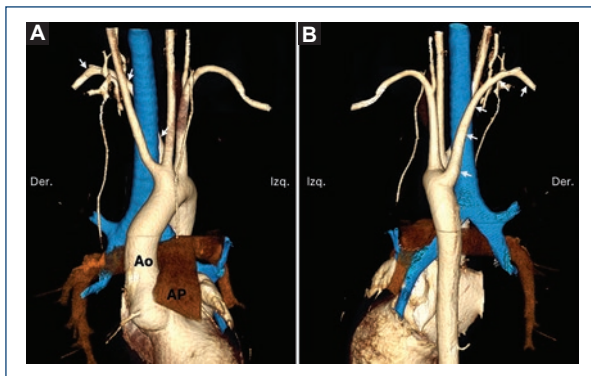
Subclavia derecha aberrante. Reconstrucciones volumétricas a partir de tomografía cardiaca en vista anterior (A) y posterior (B). Paciente de 8 años en abordaje por síndrome de Marfan. La aorta tiene diámetros normales, pero se documentó arteria subclavia derecha aberrante (flechas); además, ambas carótidas comunes tienen un origen compartido. En azul se representa la vía aérea. Ao: aorta; AP: arteria pulmonar.
